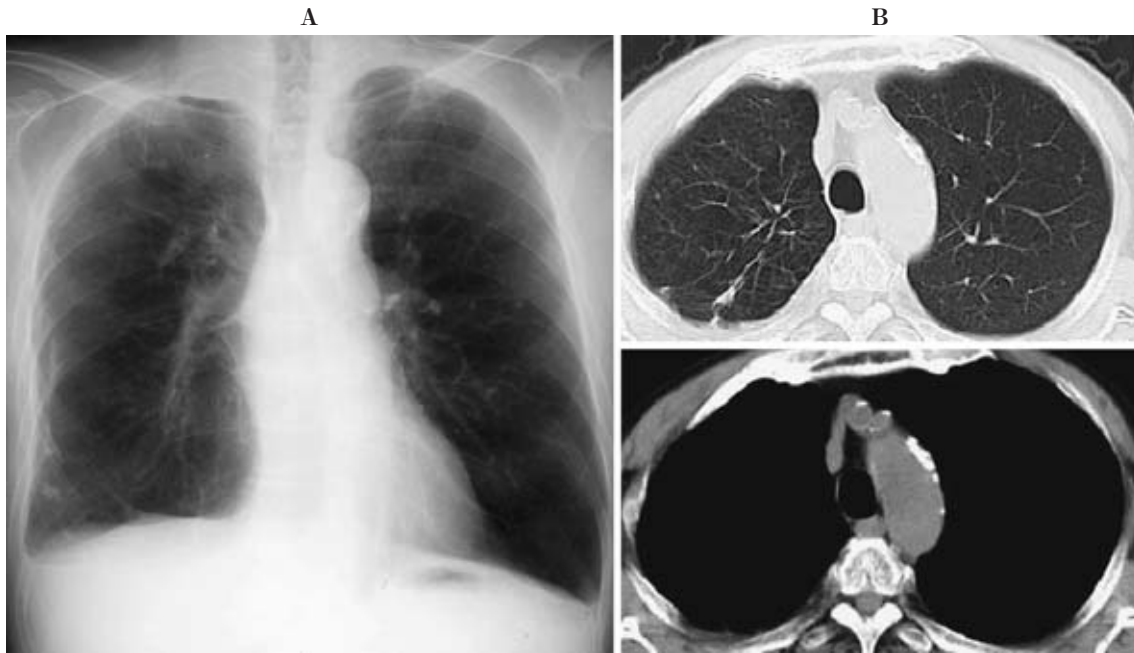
A: Chest X-ray revealing no abnormal findings except for linear shadows in right upper field and old pleuritis in December, 2005. B: Chest CT revealing no sign of recurrence of small cell lung cancer in the lung field and mediastinal lymph node in December, 2005.
